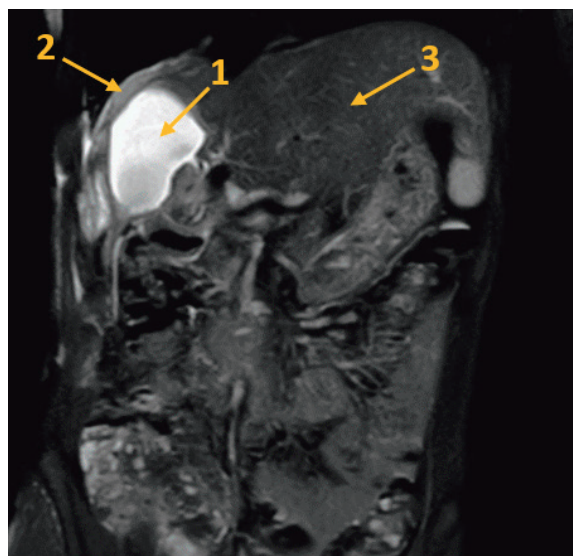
Магнитно-резонансная томограмма во фронтальной проекции. Эхинококковая киста правой доли печени до оперативного лечения. Стрелками показаны: 1 – киста; 2 – гипотрофированная правая доля печени; 3 – гипертрофированная левая доля печени
